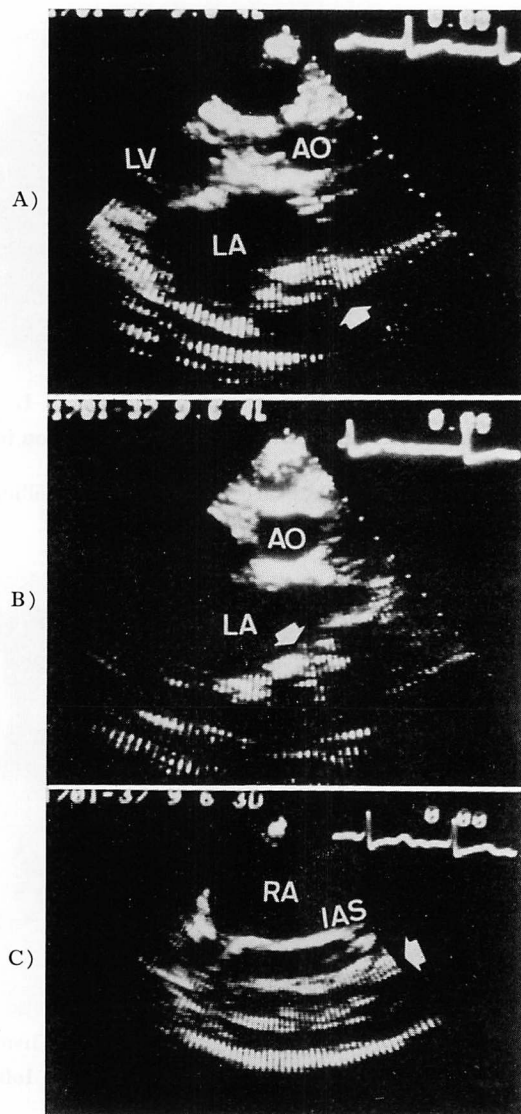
Two-dimensional echocardiograms in Case 4.
